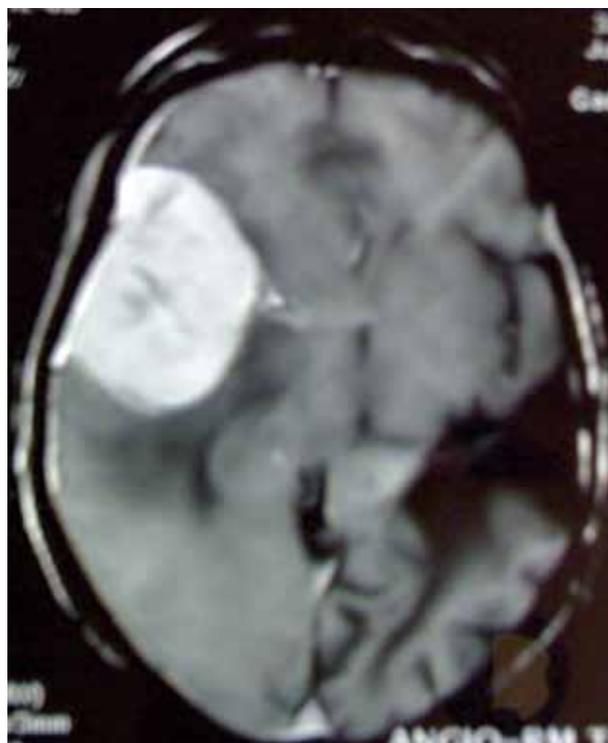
Ressonância magnética (T1 com contraste) evidenciando lesão expansiva fronto-temporal com realce homogêneo à infusão de contraste (gadolínio).
